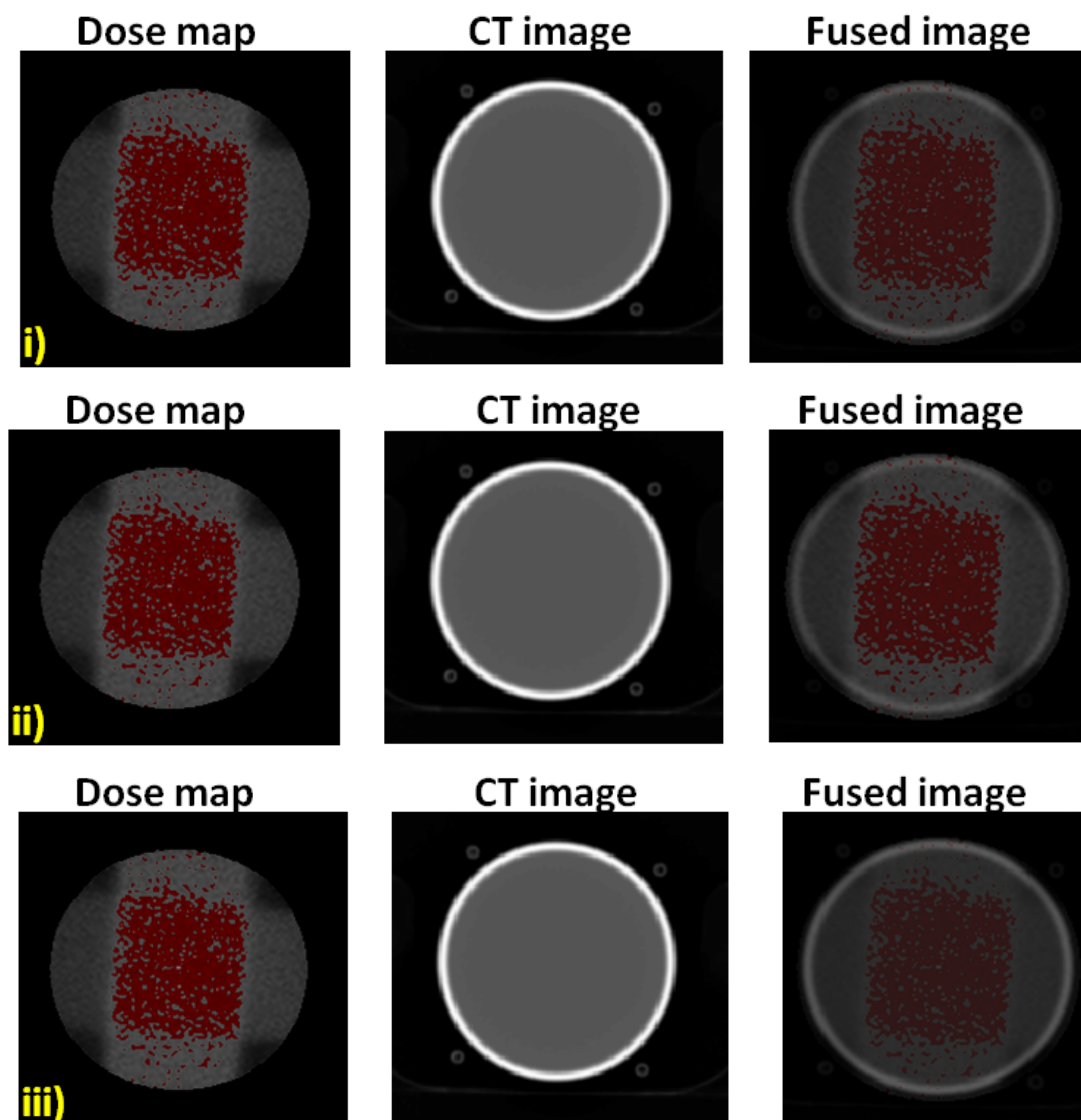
Εικόνες ανασυνθετικής κανονικοποίησης-συγχώνευσης ΑΜΣ και ΥΤ με ίσες βαρύτητες (i) και με διαφορετικές [(ii)60%MR-40% CT, (iii) 30%MR-70% CT].
